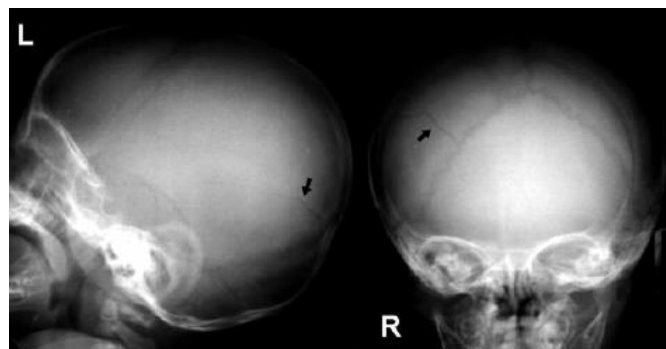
Radiographies du crâne d'un enfant, la flèche indique une fracture. (University of Hawaii John A. Burns School of Medicine website)
